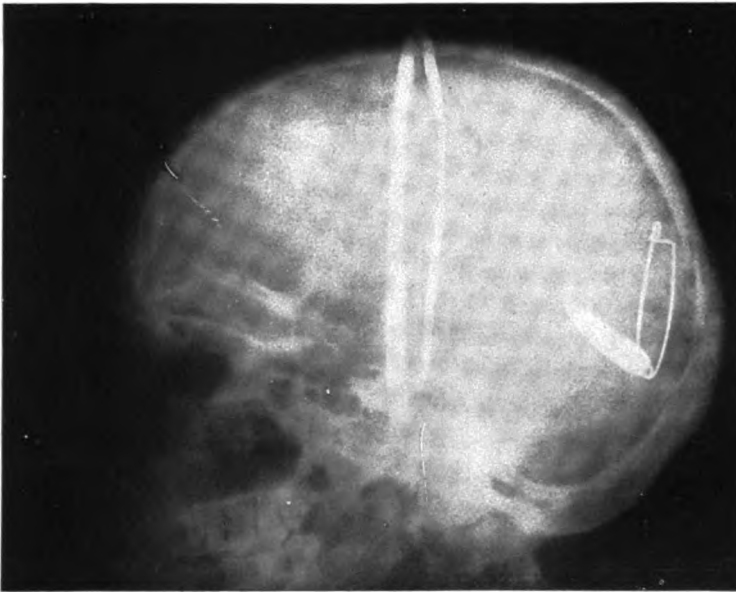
Seitliche Röntgenaufnahme zum Fall II von Fleischer.
